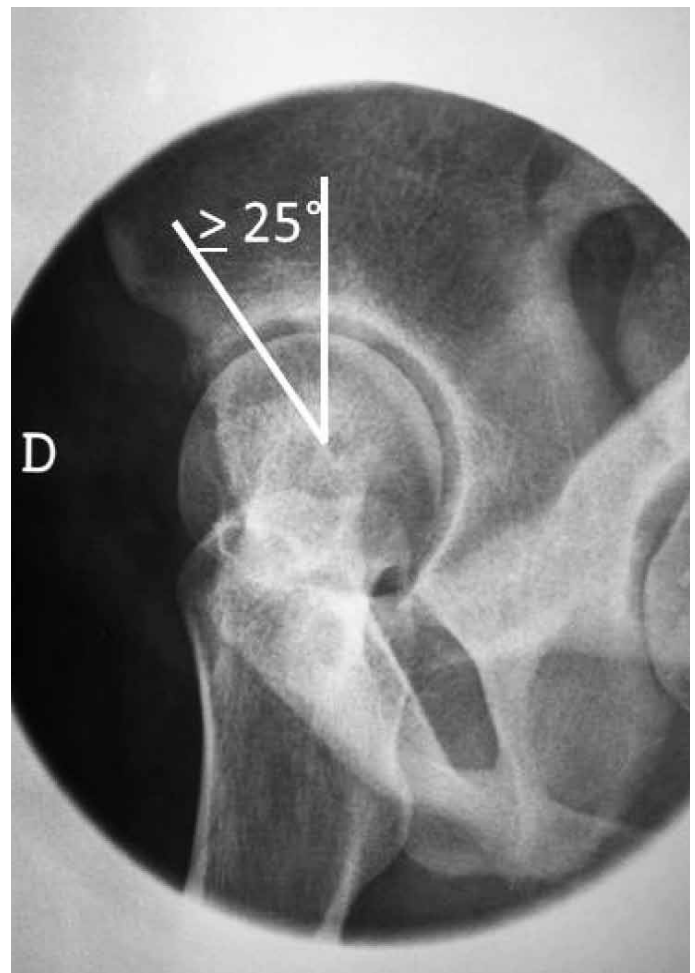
Radiografia falso perfil de Lequesne. Visibilizado o ângulo de cobertura anterior da cabeça femoral. As linhas são traçadas passando pelo centro de rotação da cabeça femoral, sendo uma vertical e a outra passando na borda mais ossificada da porção acetabular.
